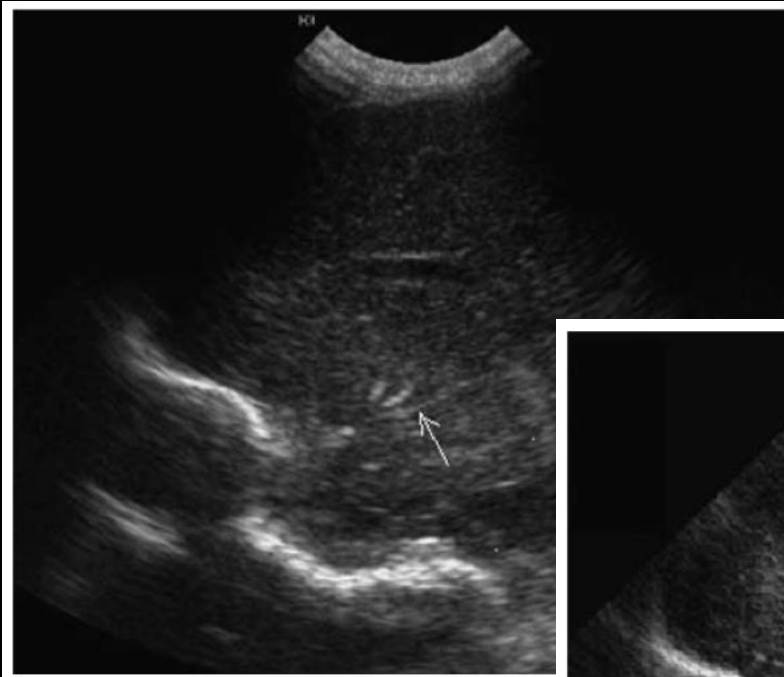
Parasagittal vaginal sonogram showing typical intraventricular adhesion in addition to ventriculomegaly and increased periventricular echogenicity in a 29-week fetus infected with cytomegalovirus.
